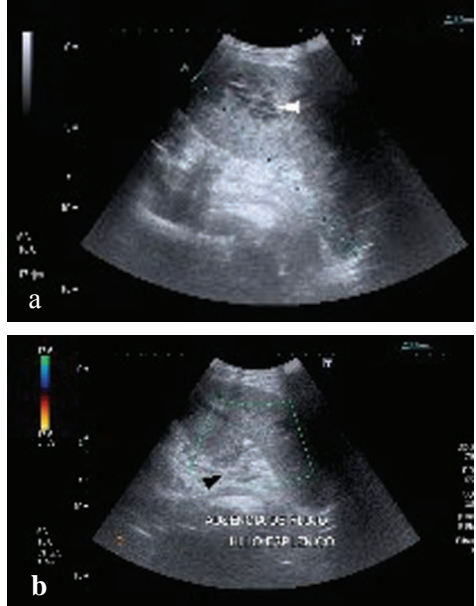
a) Ecografía en modo B que muestra múltiples áreas irregulares predominantemente hipoeoicas, compatibles con infartos (cabeza de flecha) en un bazo aumentado de tamaño, el cual no muestra flujo en su hilio (cabeza de flecha) en la exploración con Doppler color (b)
